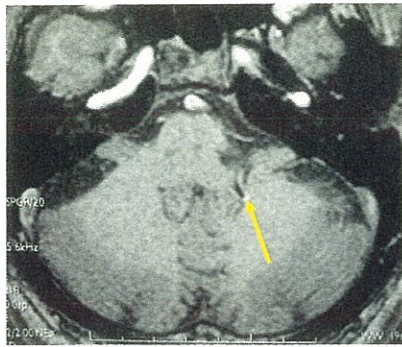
術前MRI、左後下小脳動脈のループが橋・延髄移行部を強く圧迫しているのが認められる(矢印)。
